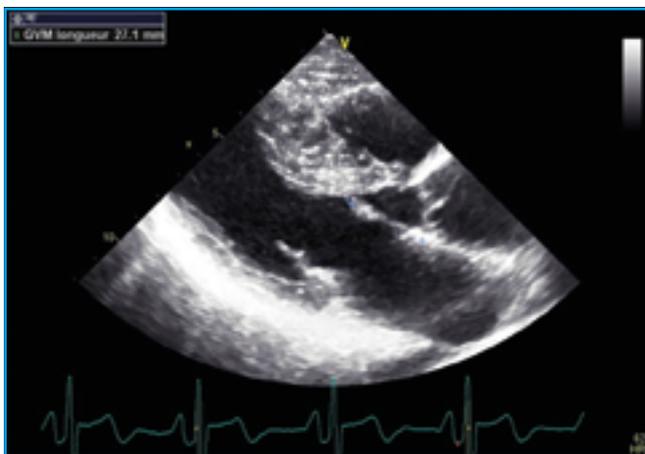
CMH sarcomérique en échocardiographie avec obstruction latente sur élongation de la grande valve mitrale (≥ 27 mm).
